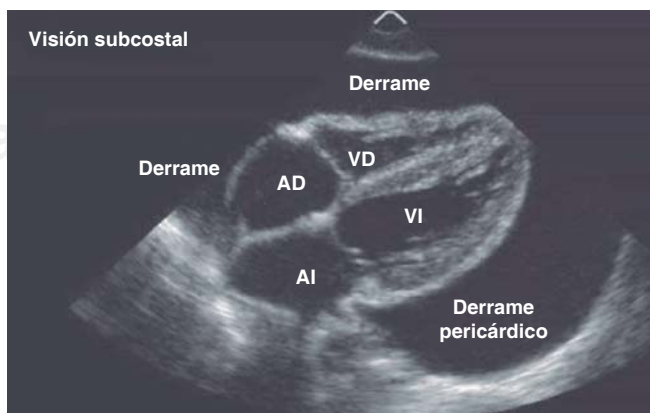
Presencia de derrame pericárdico por ecocardiograma.
